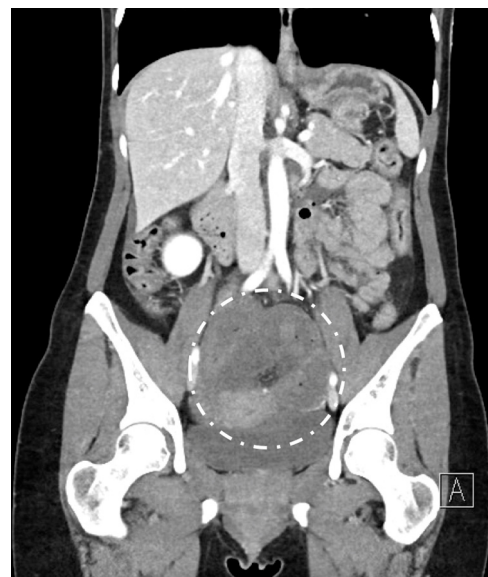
Tomografía computarizada: imagen de la obstrucción intestinal con sufrimiento del asa de intestino delgado.
